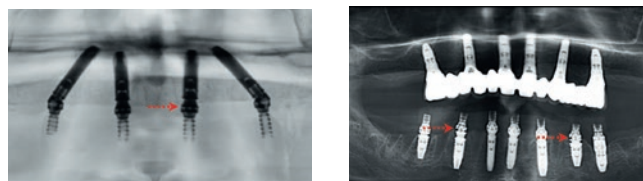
Проверка точности прилегания протезов рентгенологическим способом: а) ортопантомограмма (позитивный вариант) с неточным прилеганием (показано стрелкой) протеза с минимальным зазором в области левого центрального имплантата с фиксированной универсальной головкой; б) ортопантомограмма с неточным прилеганием (показано стрелками) протеза с явными зазорами в области имплантатов 35 и 45 с фиксированными универсальными головками
